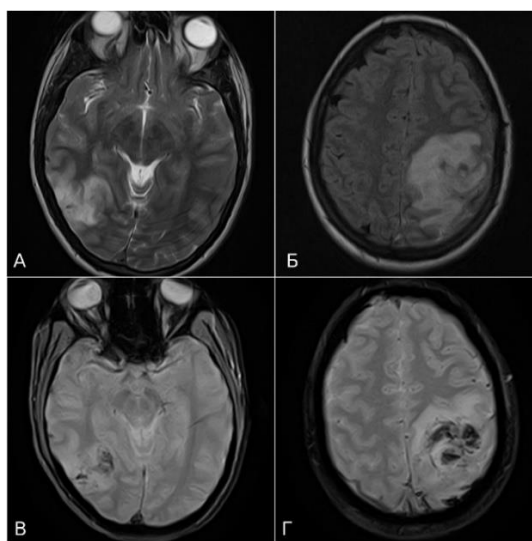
МРТ-картина некротических изменений в правых височной и затылочной долях головного мозга в режиме T2-ВИ - А, а также в левой теменной доле в режиме T2 d-f (FLAIR) – Б. Участки пониженного МР сигнала в режиме T2* (геморрагический компонент) в области некротических изменений головного мозга – В-Г.
